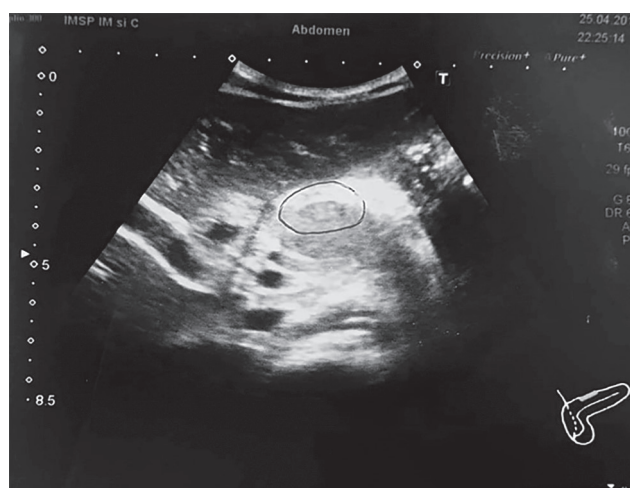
Pacientul C. Ecografia abdominală.
